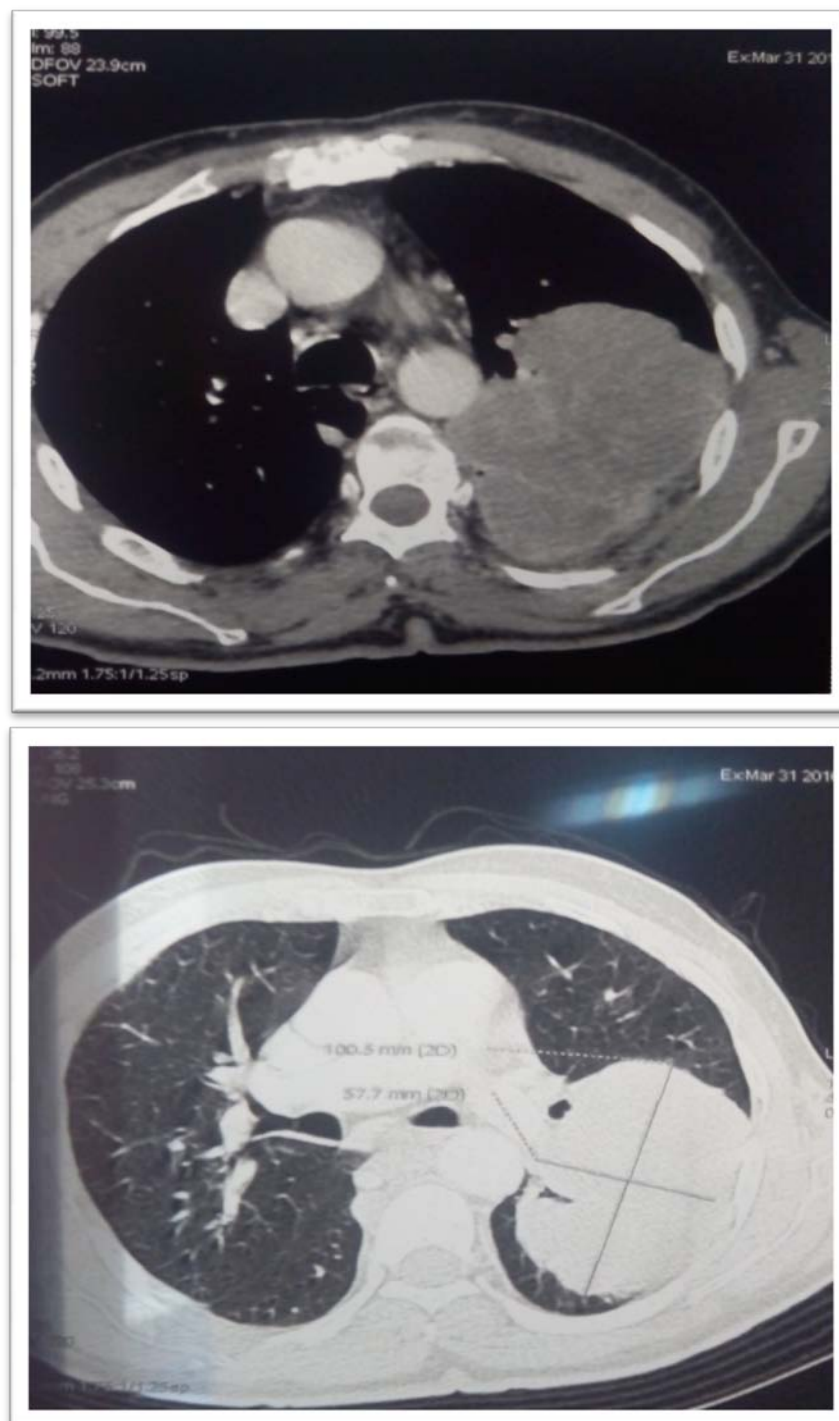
coupes horizontale d'une TDM thoracique montrant une masse tumorale pulmonaire gauche associée à des adénopathies médiastinales
